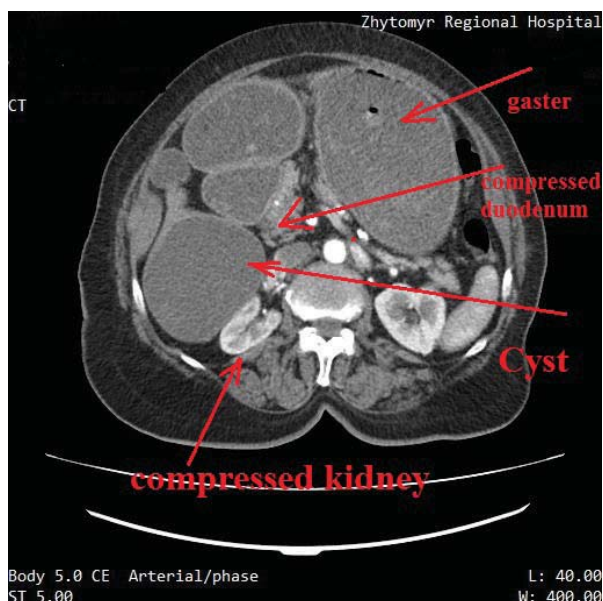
Комп'ютерна томографія органів черевної порожнини. Кістозне утворення печінки (10x15x14 см) з компресією вихідного відділу шлунка та правої нирки, гастростаз
